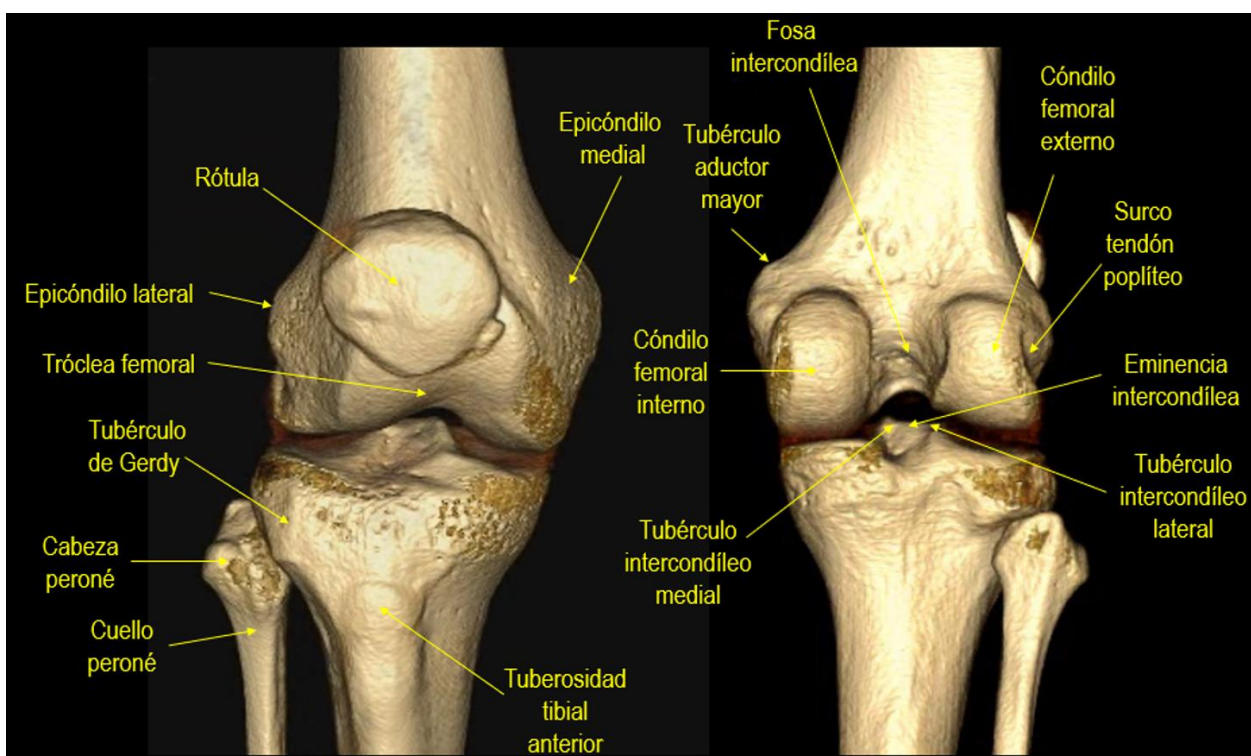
Reconstrucción TC 3D de la articulación de la rodilla.
